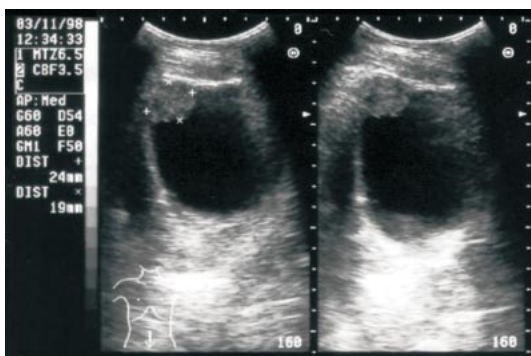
Ecografia endometriose vesical
